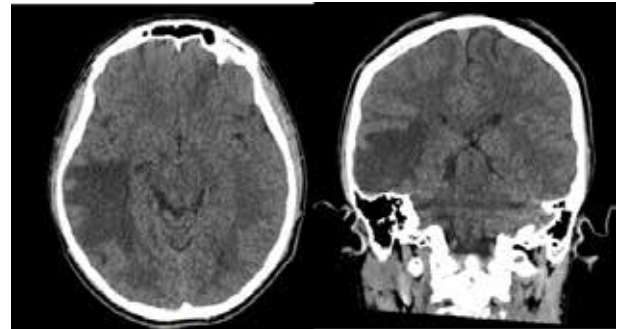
A. TC de cráneo corte axial, B. TC de cráneo corte coronal. Ambos con evidencia de lesión hipodensa bien delimitada en región temporo parietal derecha de 1.7 x 1.5 cm, intraaxial con presencia de edema vasogénico perilesional. No desviación de la línea media, no hemorragia.
